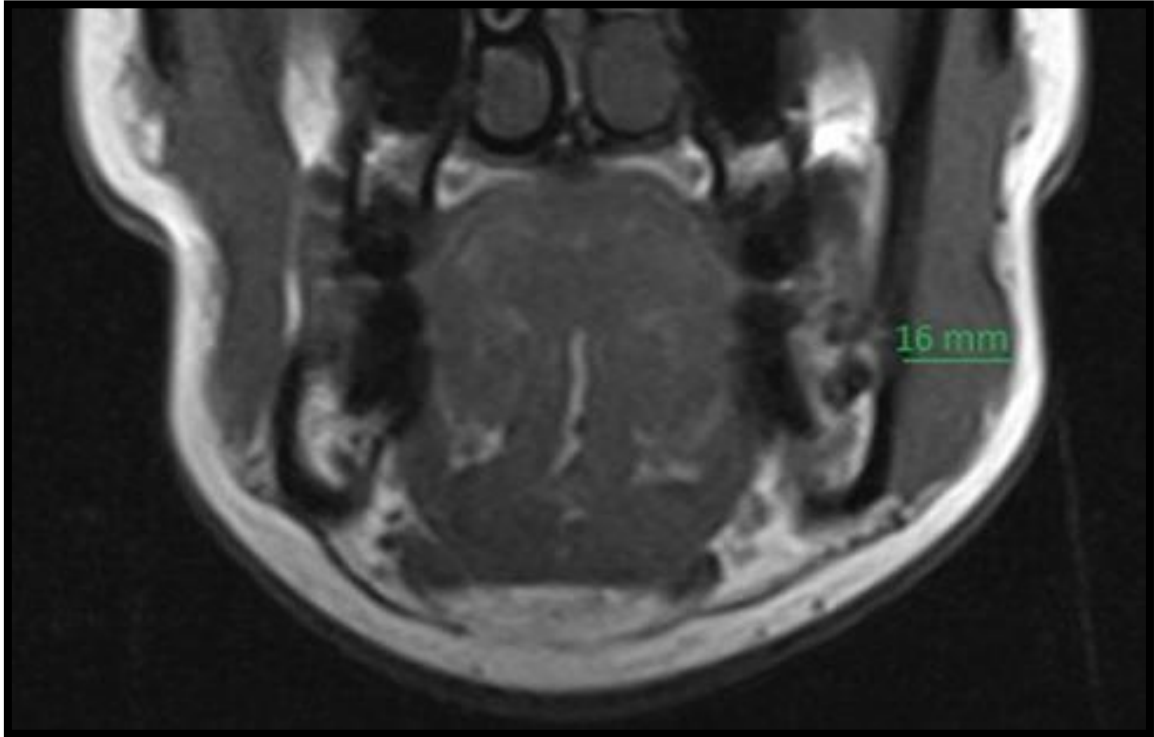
Tomografia inicial com assimetria muscular (masseter).
